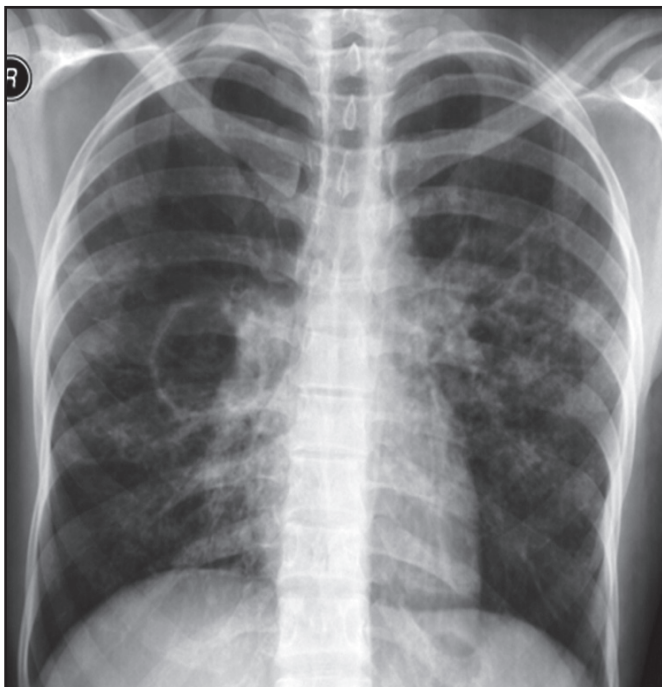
Radiografia de tórax: área de cavitação em lobo superior direito, associada a micronódulos intraparenquimatosos.
